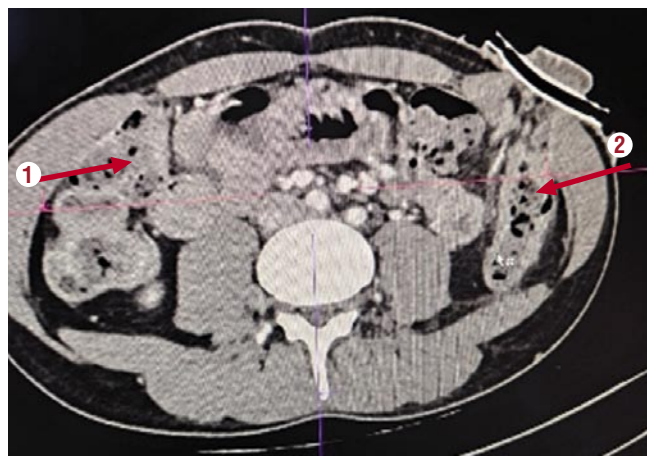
МСКТ брюшной полости и таза (в ангиогенном режиме). Диверсионный колит (утолщение стенки отключённой сигмовидной кишки (1), обеднение контрастного усиления, расслоение и отёк кишечной стенки, нарушение брыжеечного кровотока стомированного и заглушенного участка кишечника (2).
